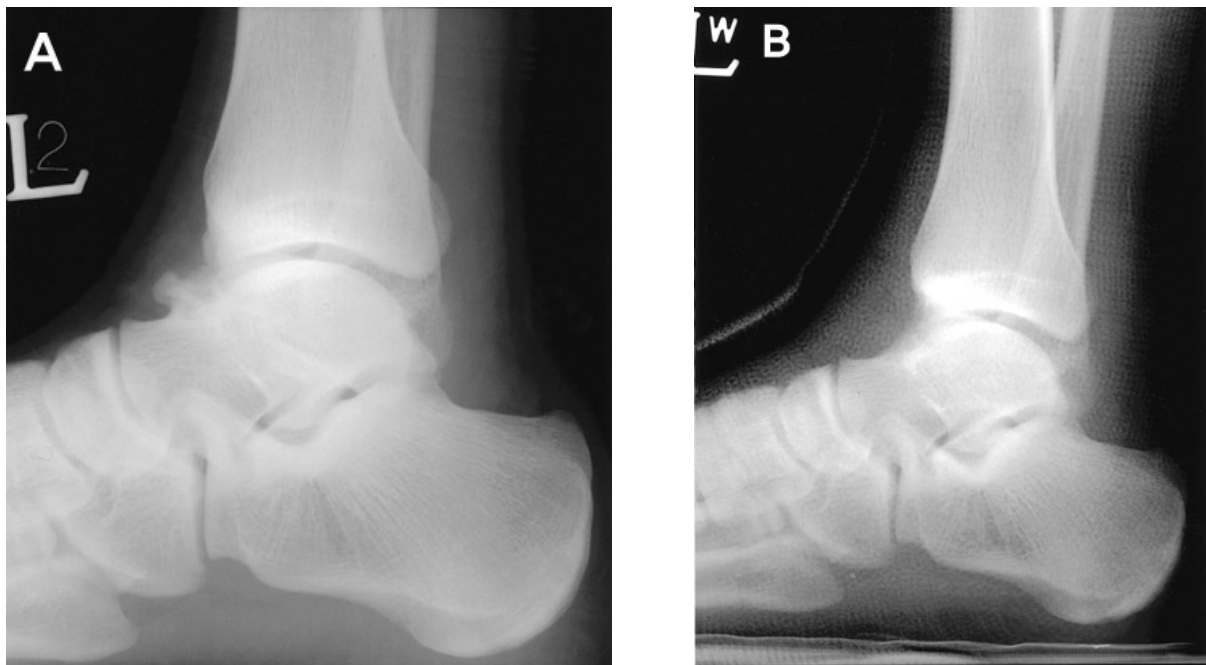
(A) On the preoperative lateral radiograph, the professional soccer player was classified as grade 3 according to McDermott classification. (B) On the immediate postoperative radiograph, osteophyte of the distal tibia and anterior talar area was removed completely.
